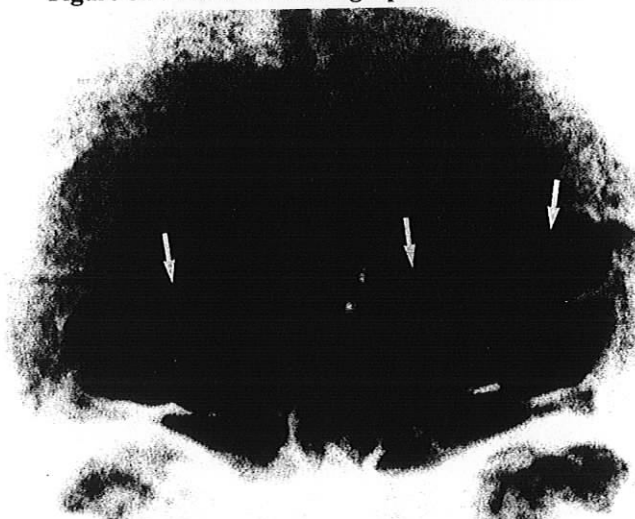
Cas n°3 : Radiographie post mortem
